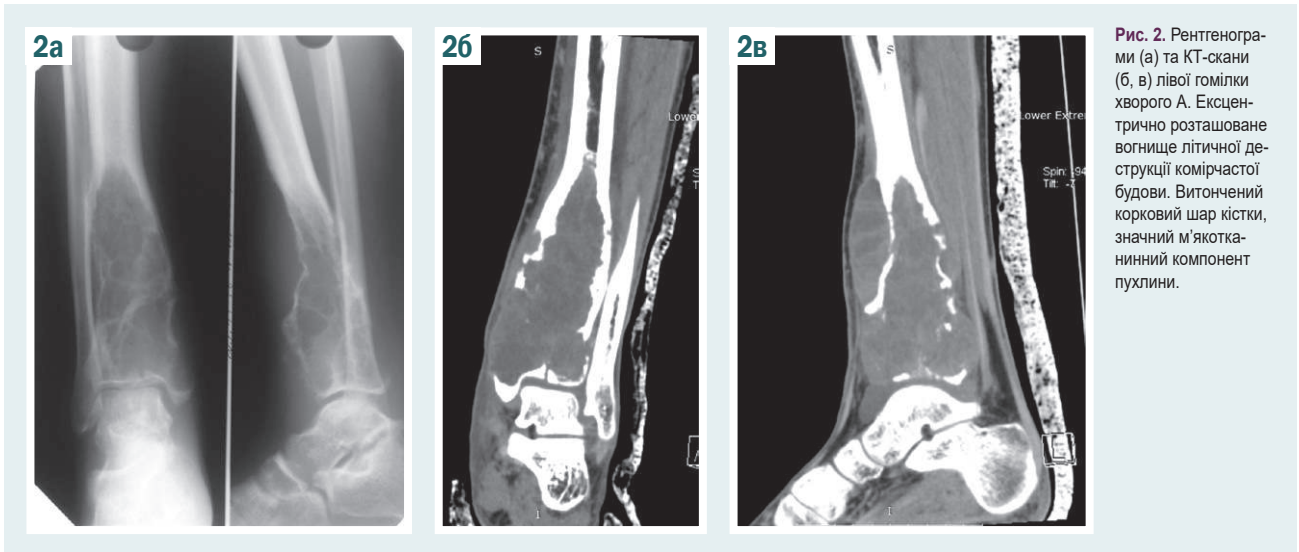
Рентгенограми (а) та КТ-скани (б, в) лівої гомілки хворого А. Ексцентрично розташоване вогнище літичної деструкції комірчастої будови. Вітончений корковий шар кістки, значний м'якотканинний компонент пухлини.
